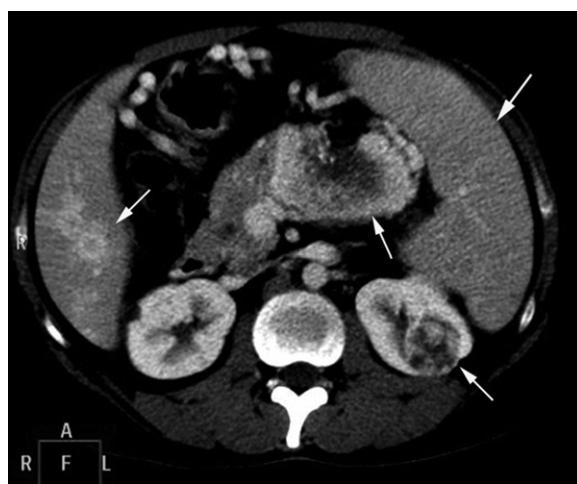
Tomografía axial computarizada abdominal. Masa hipervascularizada en cuerpo de páncreas. Metástasis hepática. Esplenomegalia. Nódulo de aspecto maligno en riñón izquierdo con captación de contraste parcheada y heterogénea. Pequeños quistes simples en riñón derecho.
